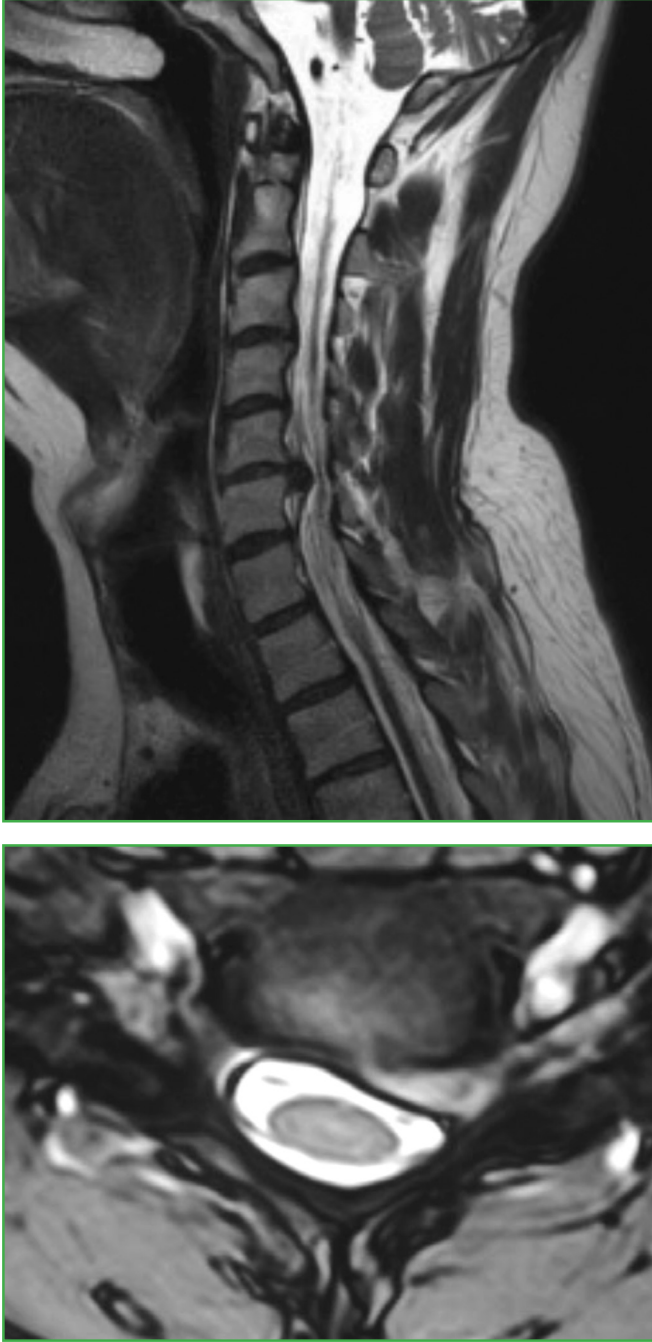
IRM cervicale montrant une grosse hernie discale C5C6 comprimant la racine nerveuse.
